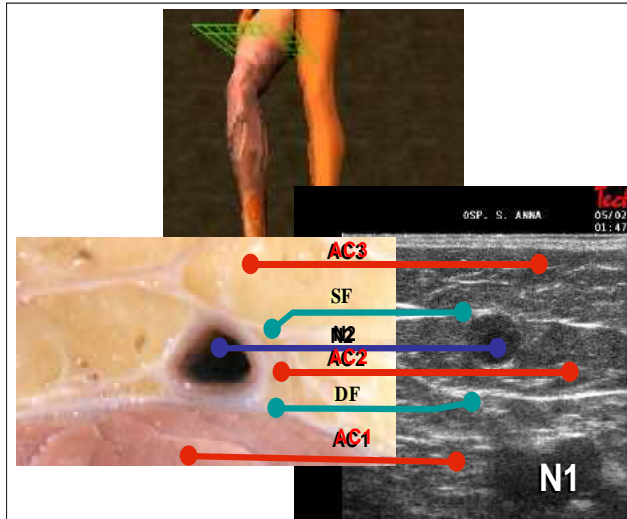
Vue transverse anatomique et échographique de la face médiale de la cuisse. Légende: CA1, 2,3=COMPARTIMENT ANATOMIQUE 1, 2,3. R1, 2=RESAUX veineux 1,2 AS l'aponévrose superficielle ; AP aponévrose profonde
